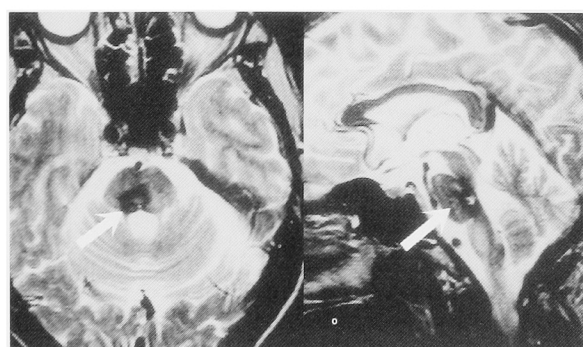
Case 1. MRI (T2 weighted image) showed a widespread lesion of the dorsal tegmentum of pons (arrow). Lt: axial plane, Rt: sagittal plane.
